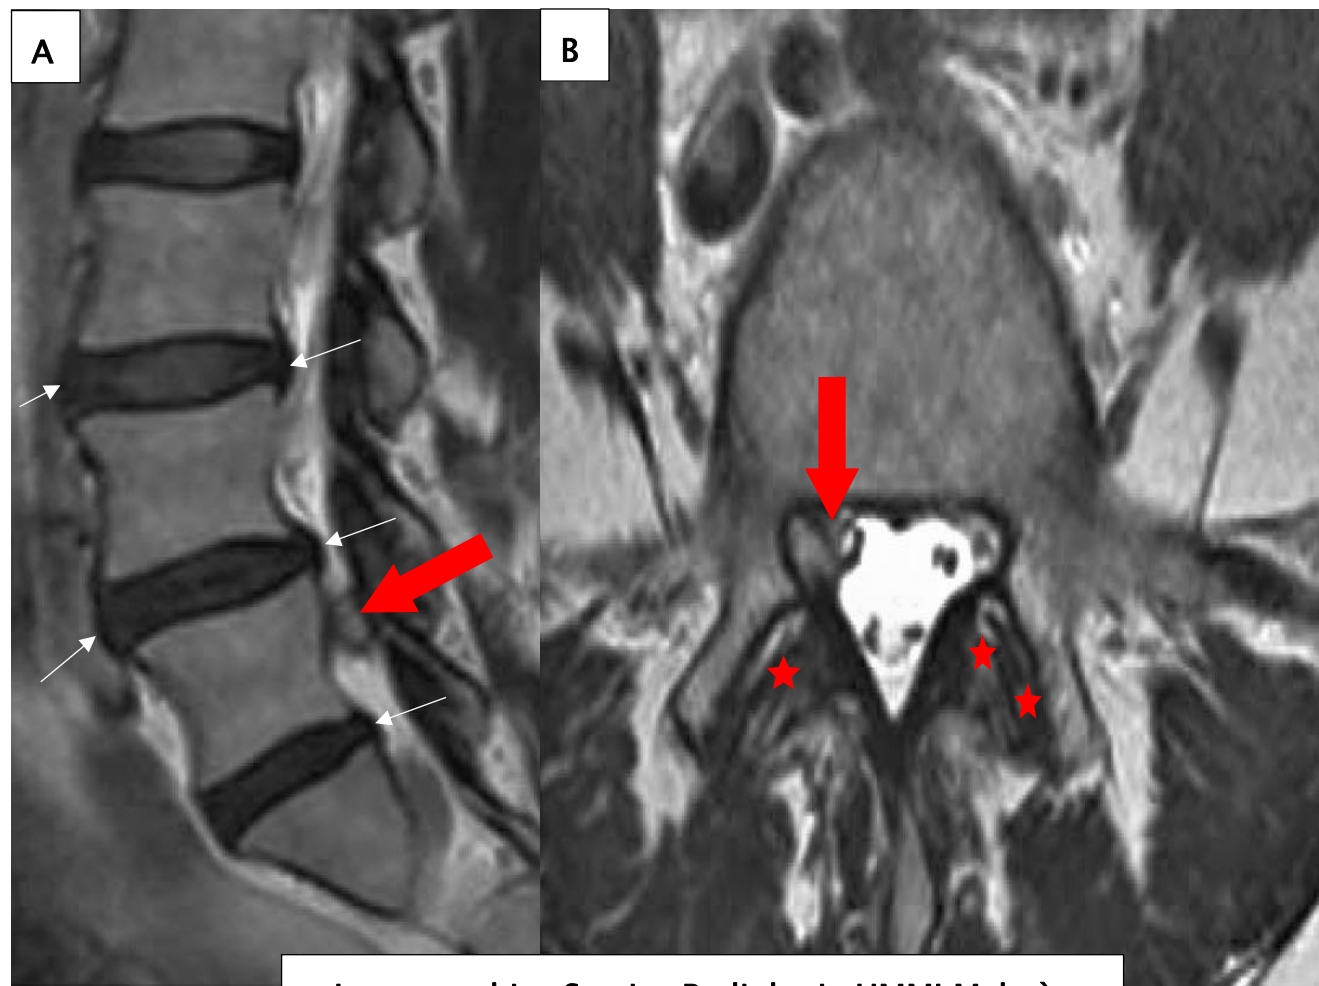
IRM en séquence pondérée T2 en coupe sagittale (A) et axiale (B) IRM lombaire en séquence pondérée T2 en coupe sagittale (A) et axiale (B) lésion kystique siégeant en avant de l'articulation zyga-apophysaire gauche de L5-S1 en hyposignal T1 et hypersignal T2 (flèches rouges) avec une paroi en hyposignal T2 de 10mm de grand diamètre.
